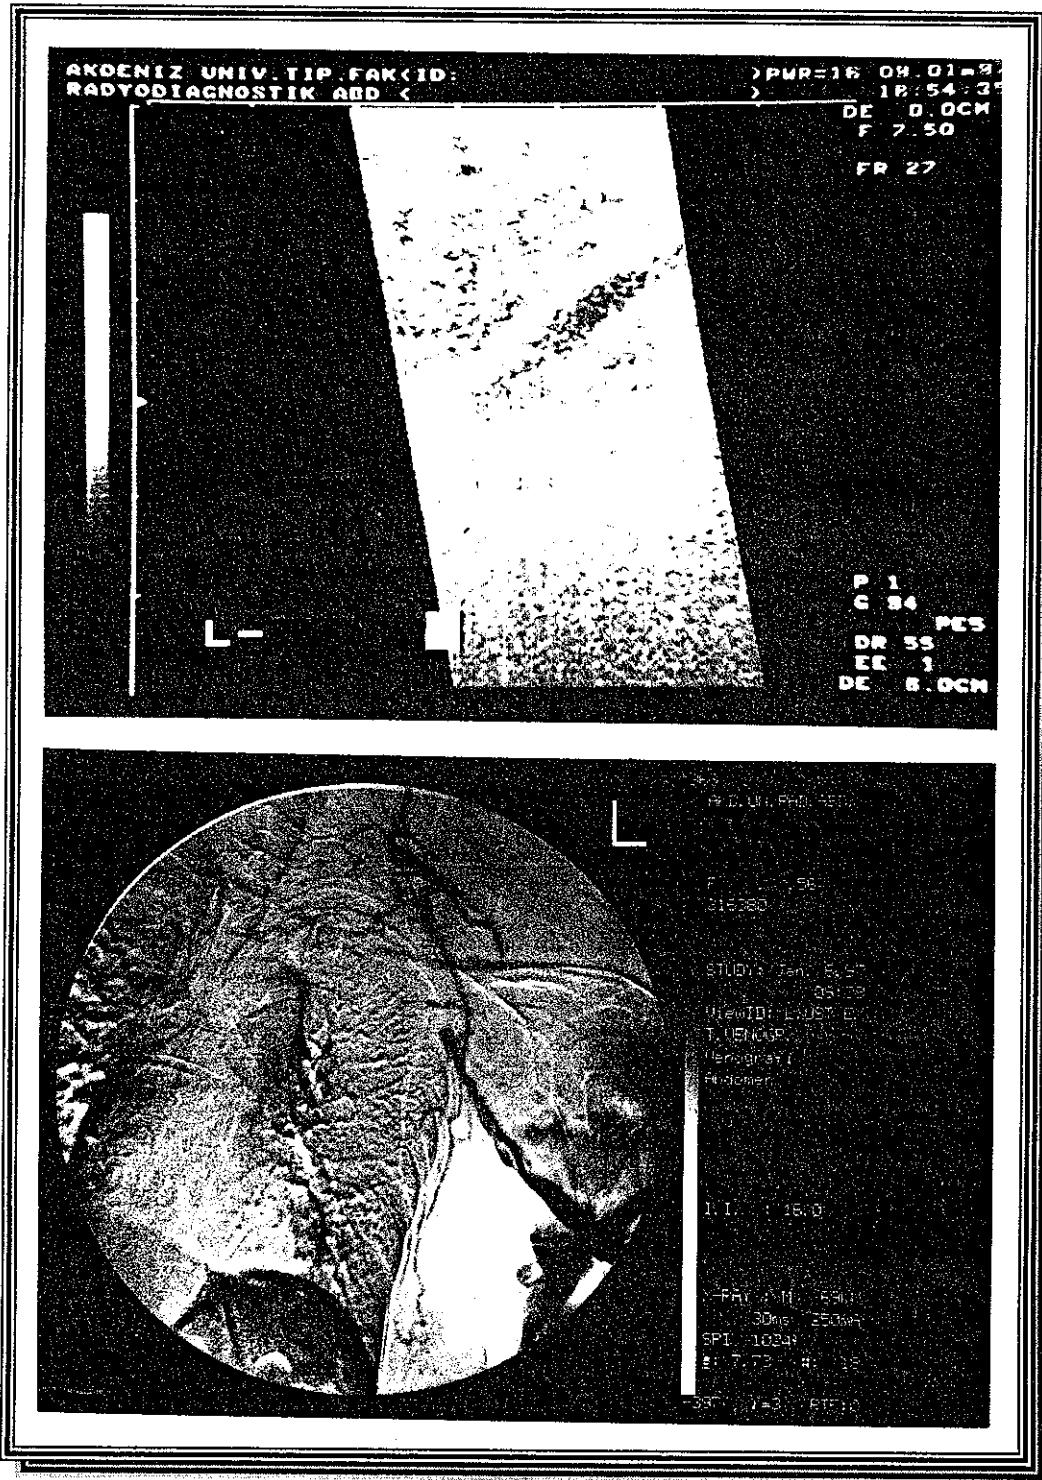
A, Renkli Doppler US de sağ subklavian vende oklüzyon. Oklüzyon öncesi akımın yavaşladığı ve tromboze segmentte renk kodlanması olmadığı dikkati çekiyor B, Oklüzyon öncesinde kollateral akıma ait zayıf dolum izlenmektedir.
